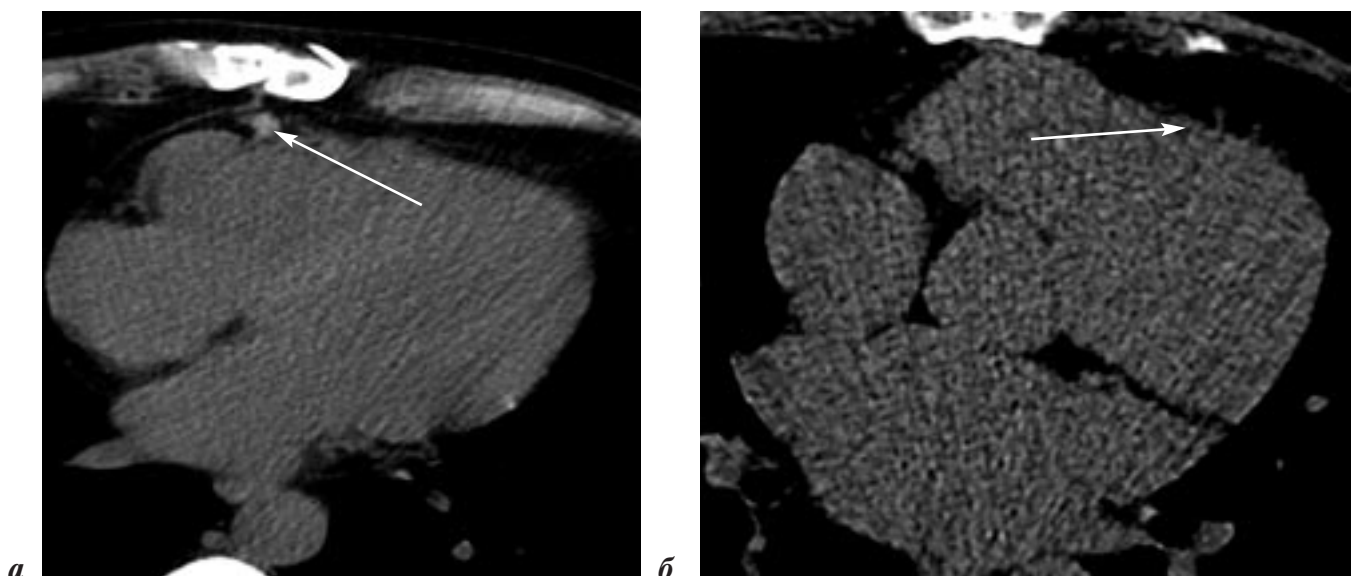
Мультиспиральные компьютерные томограммы сердца и переднего средостения, аксиальные срезы, реконструкция по 3 мм:
